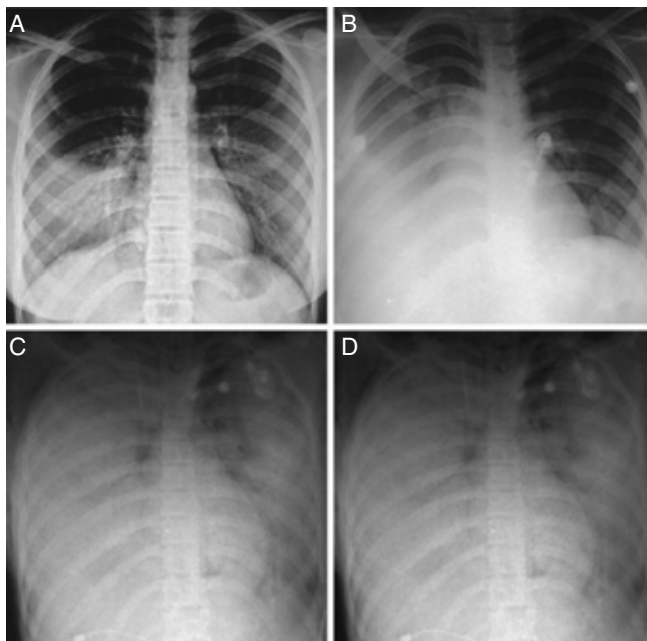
Radiografía con infiltración intersticial rápidamente progresiva, día 1 (A), día 2 (B), día 3 (C) y día 4 (día de la muerte) (D).
